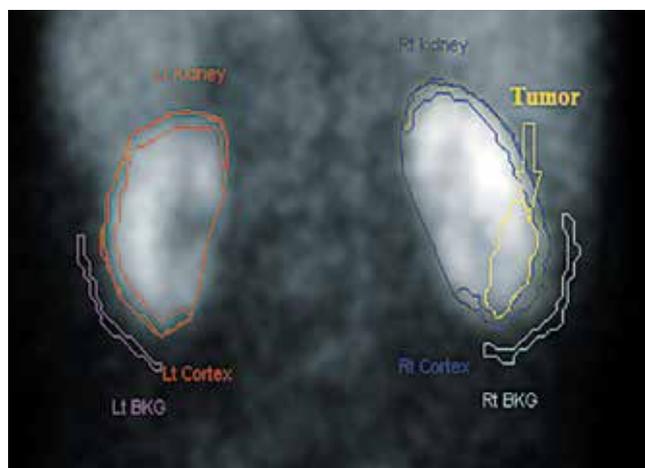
Динамическая нефросцинтиграфия пациента с опухолью правой почки (стрелкой указана опухоль)
